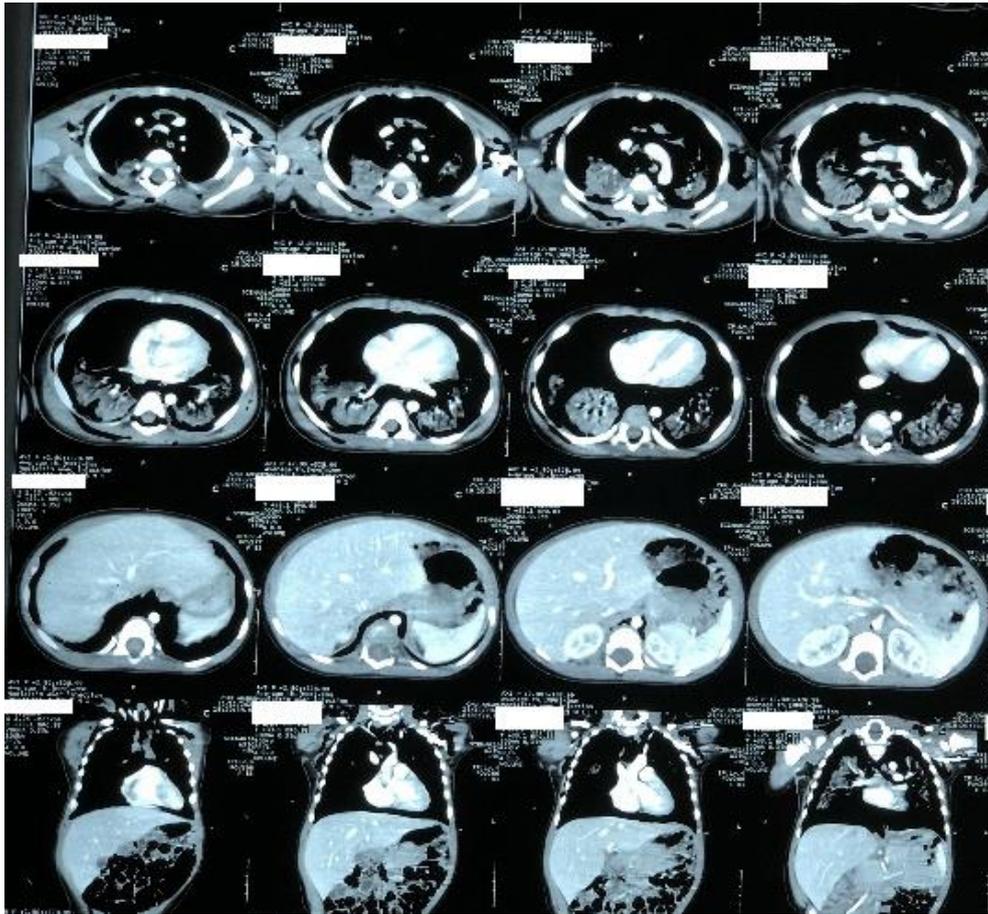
TDM thoracique à l'admission. Fenêtre médiastinale
